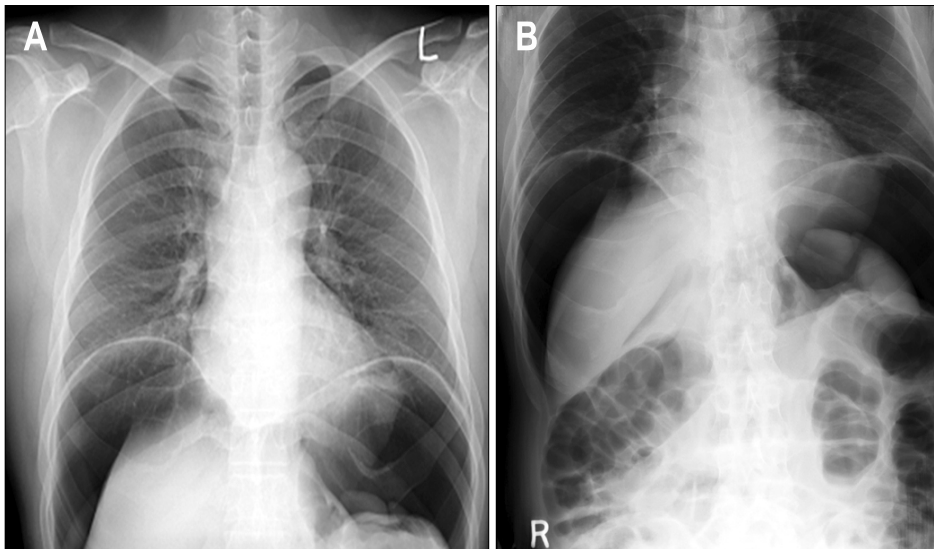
Plain film of the chest X-ray (A) and simple abdomen (B). After colon perforation, free air under the both diaphragm were noted.
